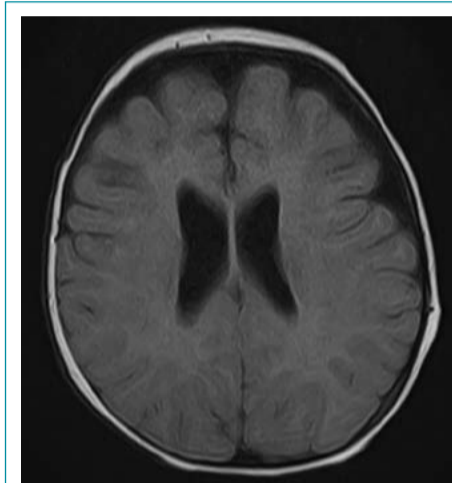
МРТ головного мозга пациента с CAPS
